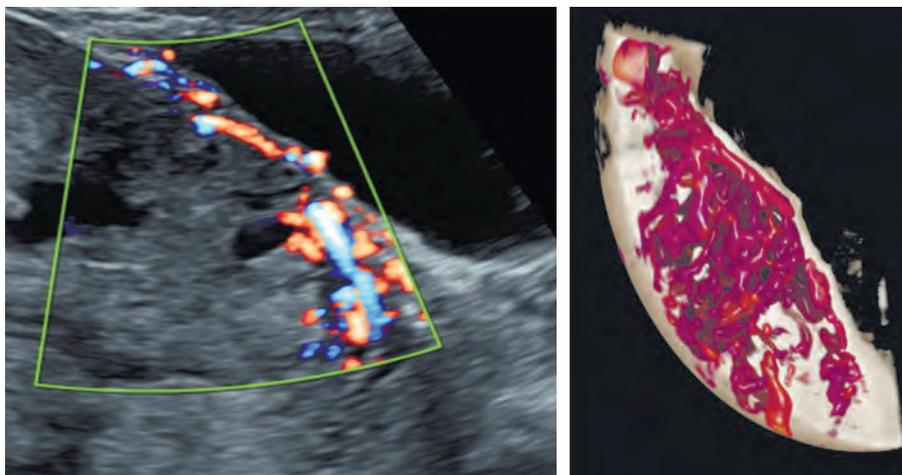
УЗИ. Врастание плаценты в рубец на матке после кесарева сечения
